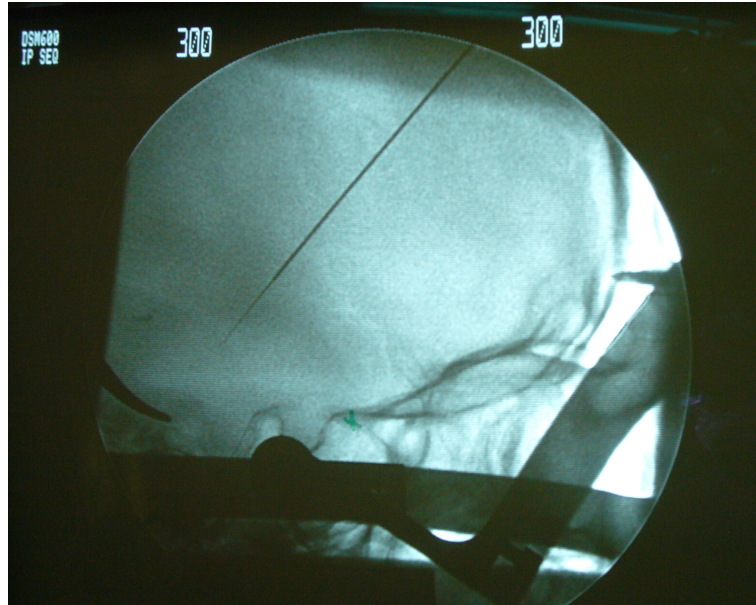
Röntgenbild des Schädels mit der Teststimulationselektrode
